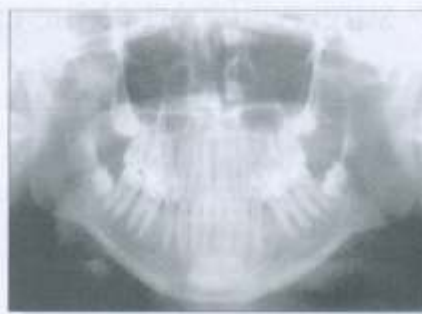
Radiografia panorâmica pré-operatória.
